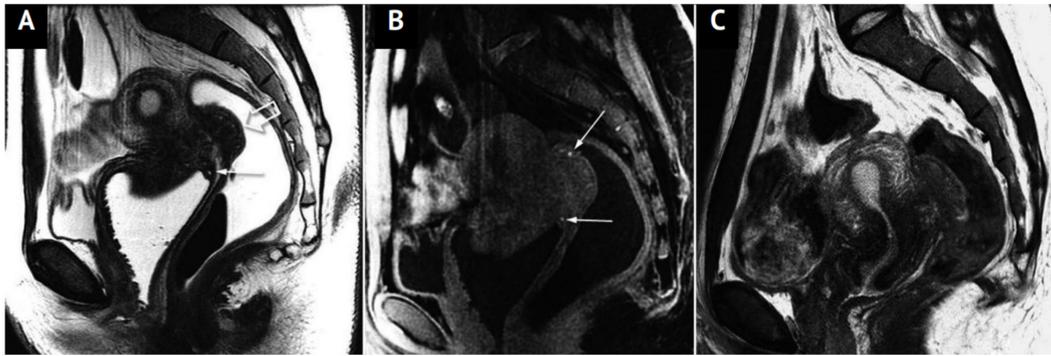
Endometriose profunda da parede do reto e fórnix vaginal. Imagem sagital (A) ponderada em T2 mostrando espessamento hipointenso da parede do recesso posterior vaginal com pequenos focos glandulares hipertensos (seta). O espessamento focal significativo da parede retal (seta vazada em A) é indicativo de acometimento profundo, embora não atinja a luz retal: na endoscopia posterior, foi descrito como compressão extrínseca. Na imagem ponderada em T1 com supressão de gordura (B), observam-se pequenos focos hemorrágicos hiperintensos (setas) tanto na lesão retal quanto na parede vaginal. A afetação endometriótica do reto e da vagina está em continuidade com o implante na parte inferior da bolsa de Douglas. Como correlação (C) é mostrada uma imagem sagital ponderada em T2 do estudo de ressonância magnética desse mesmo paciente adquirido semanas antes; tal imagem contribui para o diagnóstico de endometriose pélvica.<sup>8</sup>
